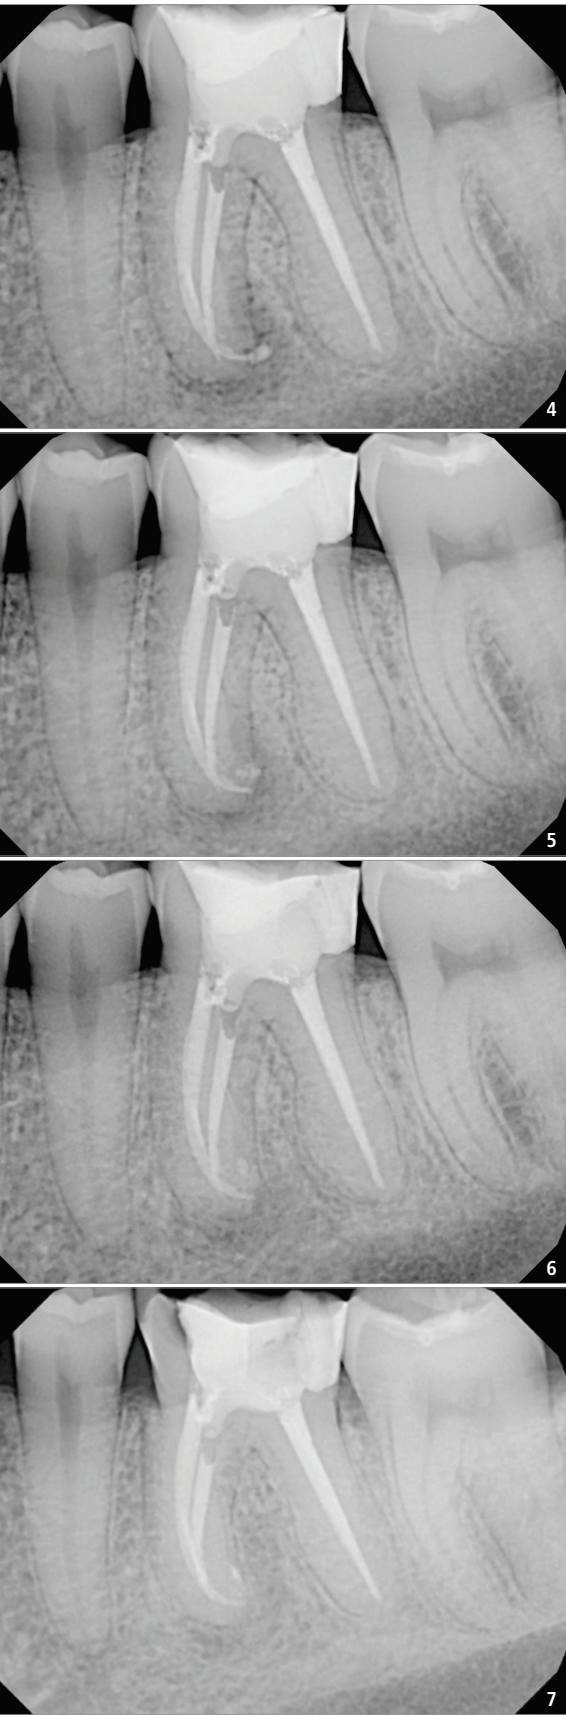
Intraorales Kontrollröntgenbild nach der Wurzelfüllung und dem Verschluss der koronalen Kavität mit adhäsiver Kompositfüllung. – Abb. 5: Intraorales Röntgenbild nach drei Monaten. – Abb. 6: Kontrollröntgenbild nach sechs Monaten. – Abb. 7: Röntgenbild nach 18 Monaten vor der Zahnextraktion.
